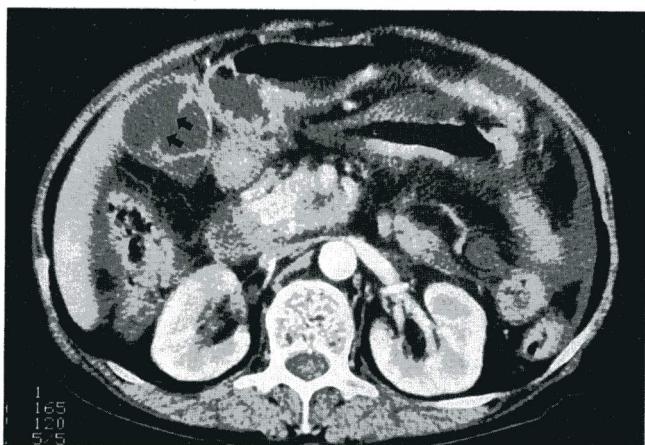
CT scan shows a low attenuated mass involving uncinate process of the pancreas. Interrupted gall bladder wall (arrows) with pericholecystic fluid is noted.
